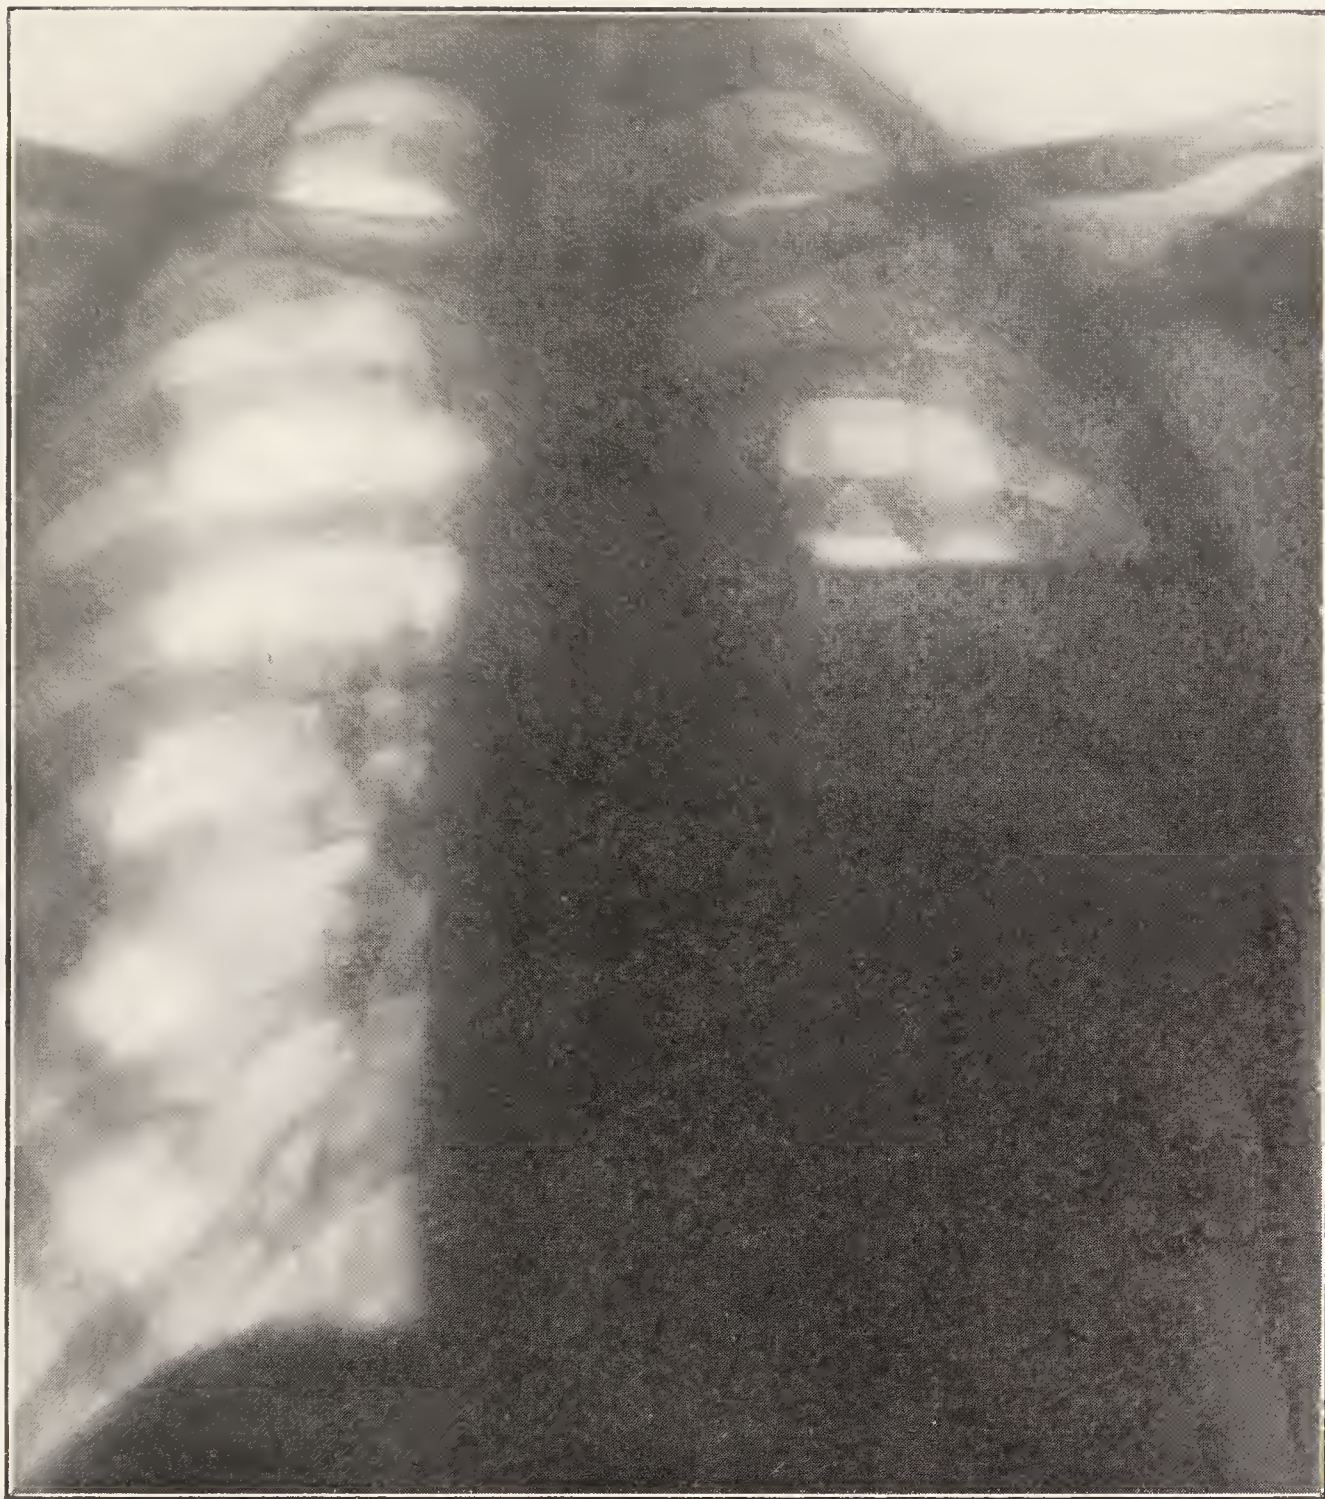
Aspect radiographique d'une pleurésie purulente.
